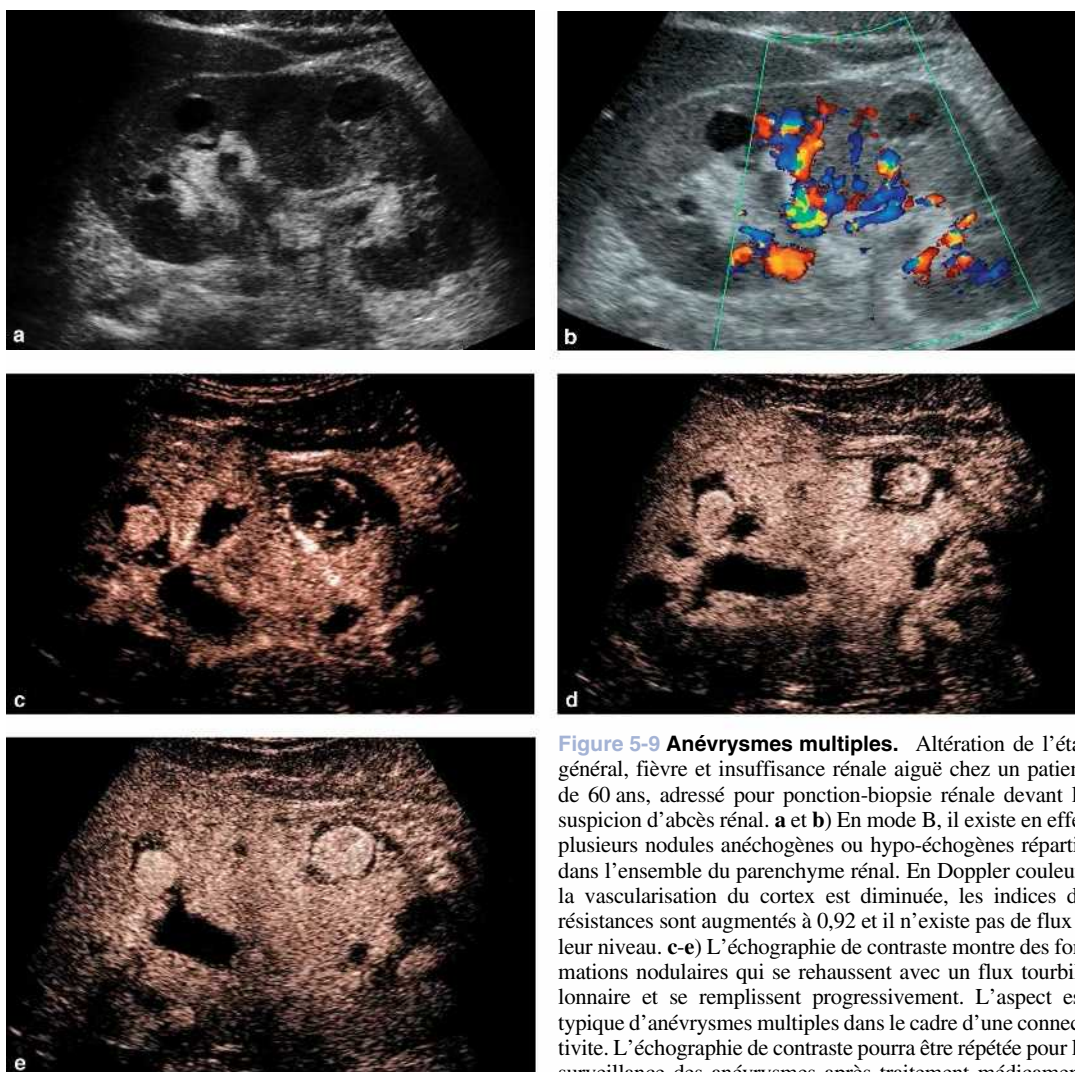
Anévrysmes multiples. Altération de l'état général, fièvre et insuffisance rénale aiguë chez un patient de 60 ans, adressé pour ponction-biopsie rénale devant la suspicion d'abcès rénal. a et b) En mode B, il existe en effet plusieurs nodules anéchogènes ou hypo-échogènes répartis dans l'ensemble du parenchyme rénal. En Doppler couleur, la vascularisation du cortex est diminuée, les indices de résistances sont augmentés à 0,92 et il n'existe pas de flux à leur niveau. c-e) L'échographie de contraste montre des formations nodulaires qui se rehaussent avec un flux tourbillonnaire et se remplissent progressivement. L'aspect est typique d'anévrysmes multiples dans le cadre d'une connectivite. L'échographie de contraste pourra être répétée pour la surveillance des anévrysmes après traitement médicamenteux (corticoïdes et cyclophosphamide, puis embolisation).
